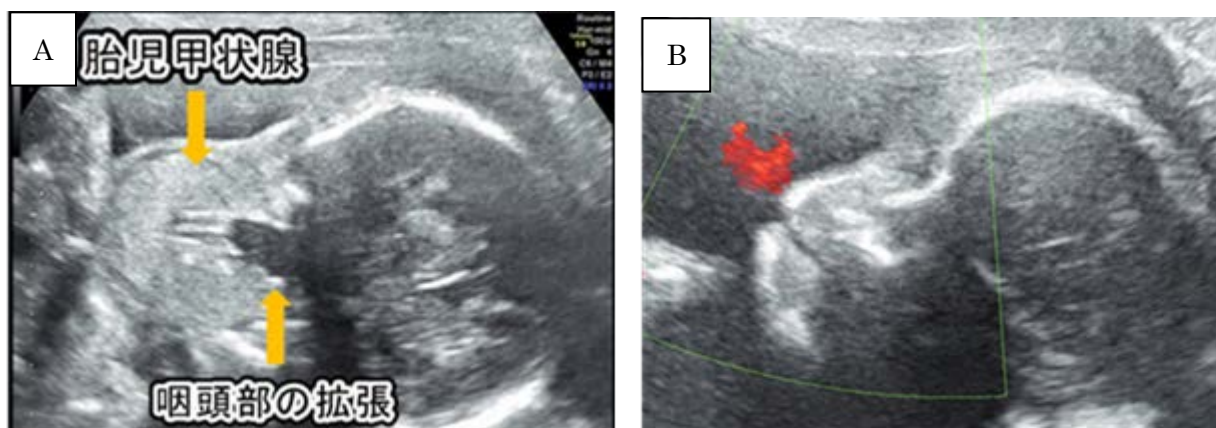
胎児超音波画像 A: 入院時の胎児甲状腺腫 (冠状断) B: 胎児が羊水を吐き出す瞬間
